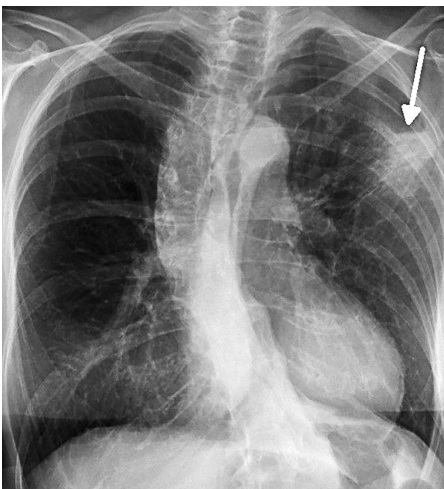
Radiographie thoracique: forme triangulaire avec distribution sous-pleurale (flèche).
